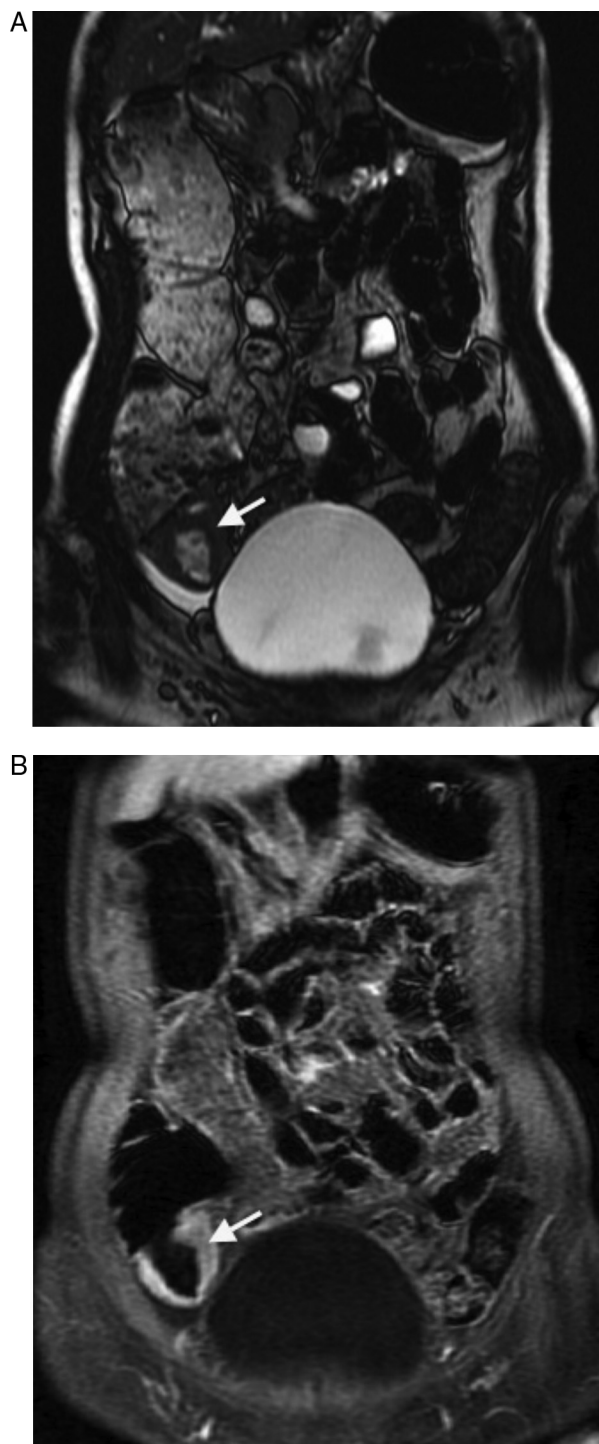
A e B: Enterografia por RM que mostra espessamento parietal do cego (seta) com moderado hipossinal na sequência ponderada em T2 (A) e com realce homogêneo após gadolínio (B), achados sugestivos de doença inflamatória reativada.
